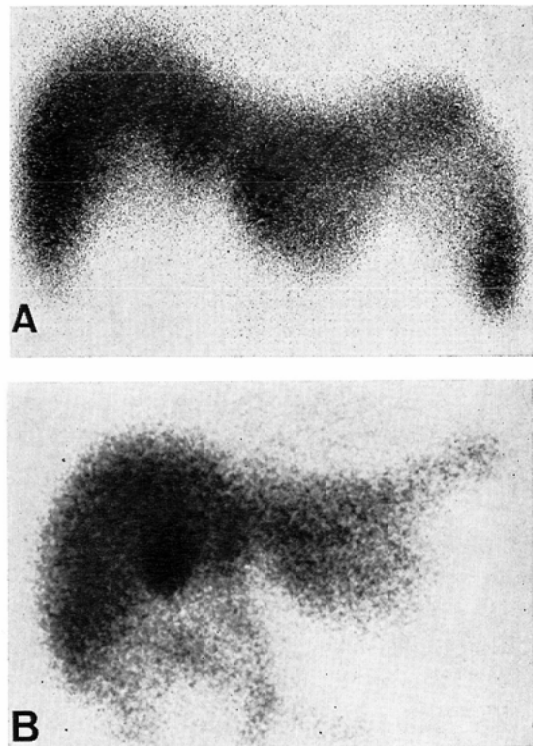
Type 2. Case 11. Rod shape of lateral segment of left lobe. ^{99m}Tc -Sn-colloid scintigram showing inferiorly enlarged left lobe and laterally elongated border of left lobe, which overlaps with spleen in anterior view (A). ^{99m}Tc -PI scintigram showing laterally elongated left lobe of liver (B).
